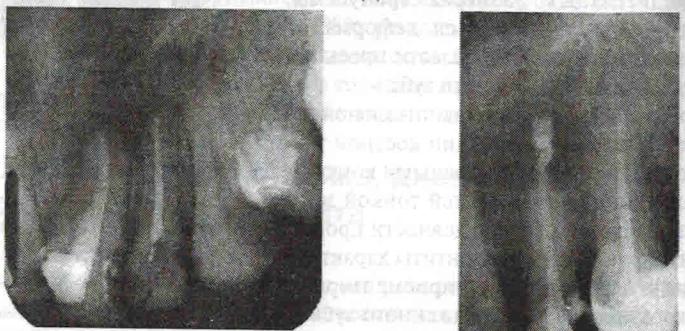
Внутриротовая рентгенограмма (в области верхушек корней 123 определяется дефект с четким контуром, корни зубов выстоят в дефект до уровня 1/3 своей длины, корневые каналы запломбированы до верхушки, периодонтальные щели визуализируются четко)
